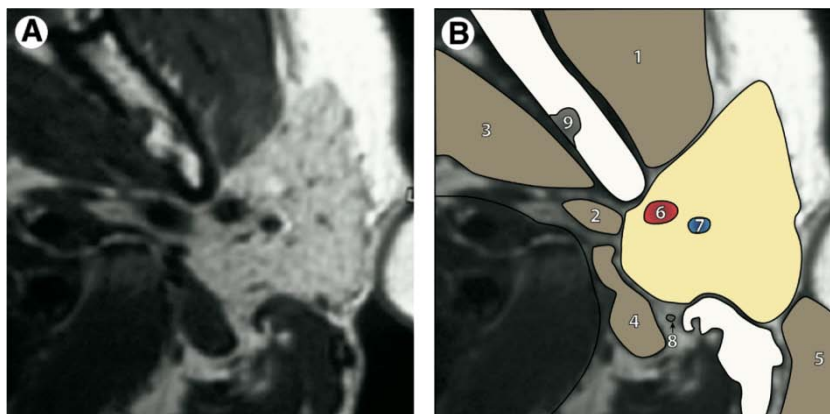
[41] (A) IRM axiale de la parotide gauche en séquence pondérée T1.
